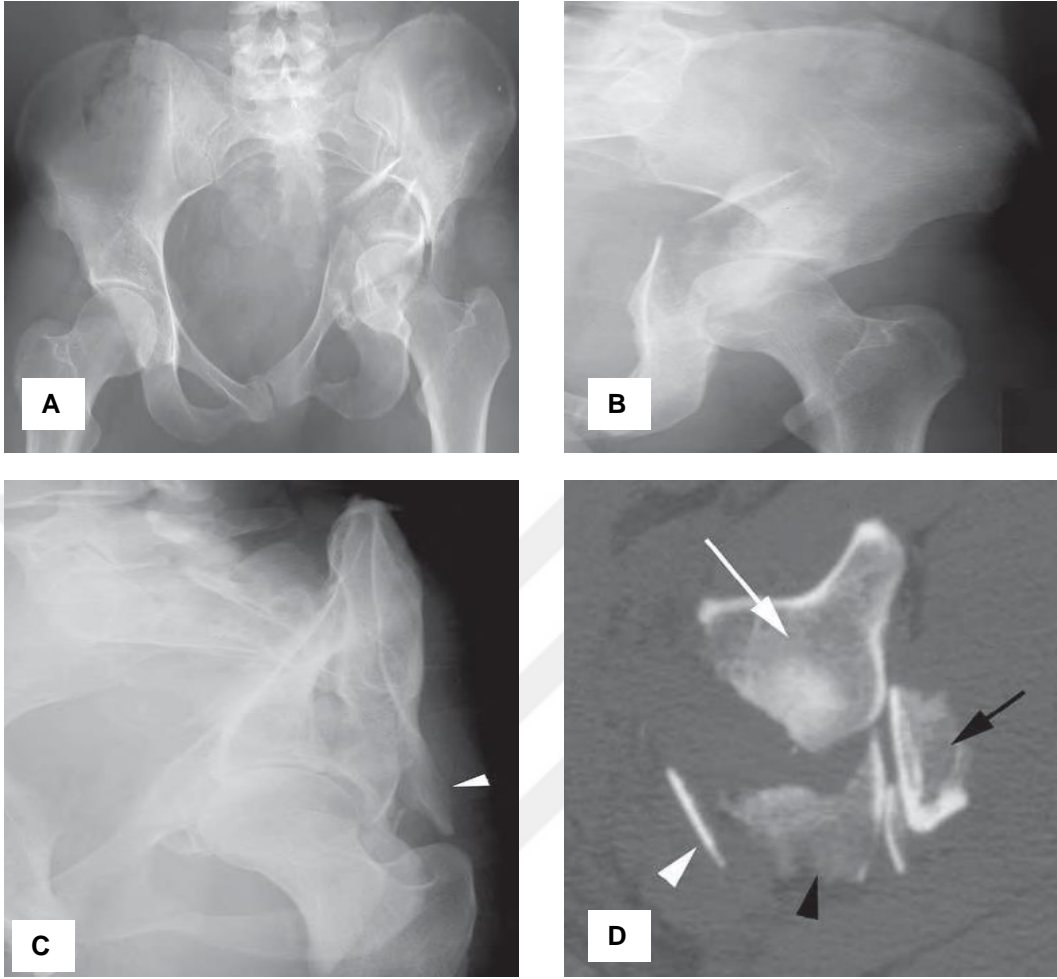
Posterior hemitransvers kırıkla birlikte anterior kolon veya anterior duvar kırık radyografisi A; AP Grafi B;Obturator Oblik Grafi C; İliak Oblik Grafi.
